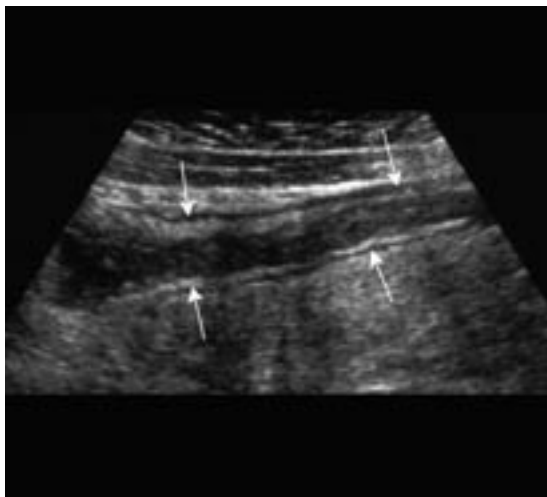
Morbus Crohn. Sonographie des rechten Unterbauchs: Langstreckige Wandverdickung des terminalen Ileums (Pfeile) ohne peristaltische Umformung des Darmabschnitts in der dynamischen Untersuchung.
